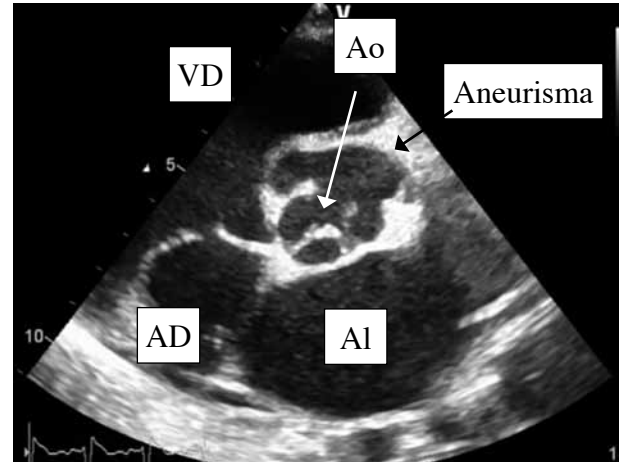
Ecocardiograma (eje corto de los vasos).
